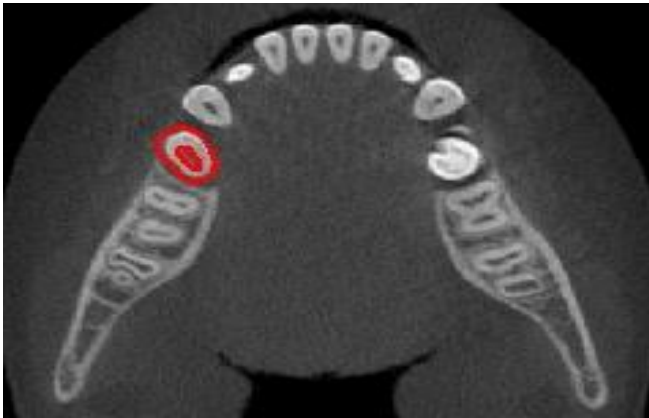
Tomografia computadorizada Cone Bean com dente doador destacado- 45
